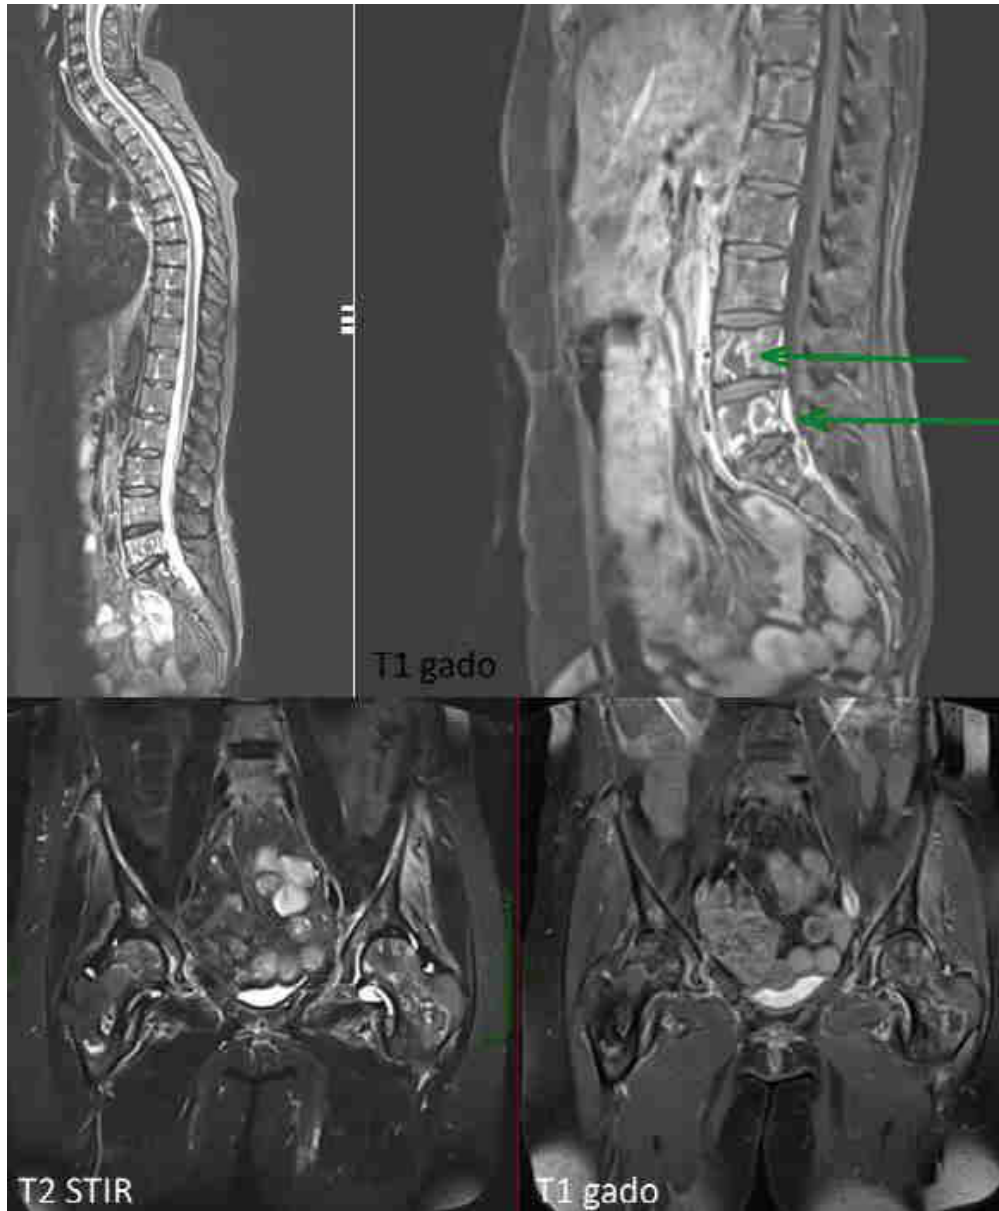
Myélome multiple. IRM du rachis en T2 et T1 après injection de gadolinium. IRM du bassin en T2 stir et T1 gado. (20)
